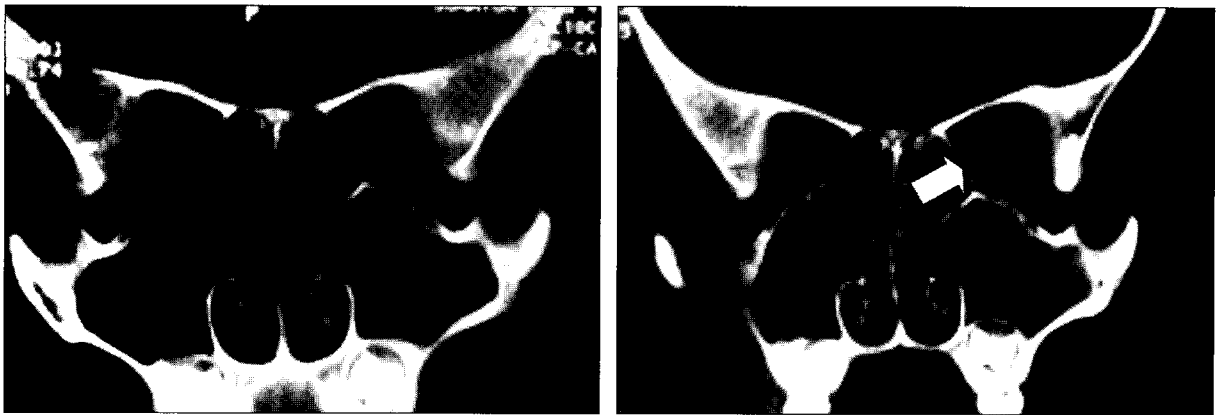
(Left) A preoperative coronal CT scan shows a left medial orbital wall fracture with displaced bony segment and periorbital soft tissue. (Right) A postoperative coronal CT scan shows correction of the left medial orbital fracture by freeing the soft tissue and reconstruction of the medial wall with Medpor[®].
